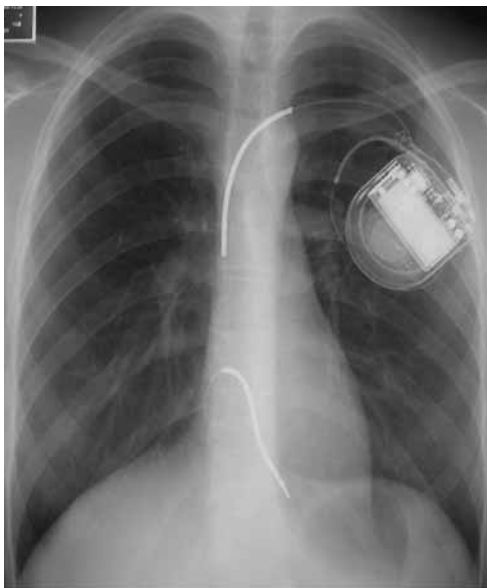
Chest X-ray with ICD.
